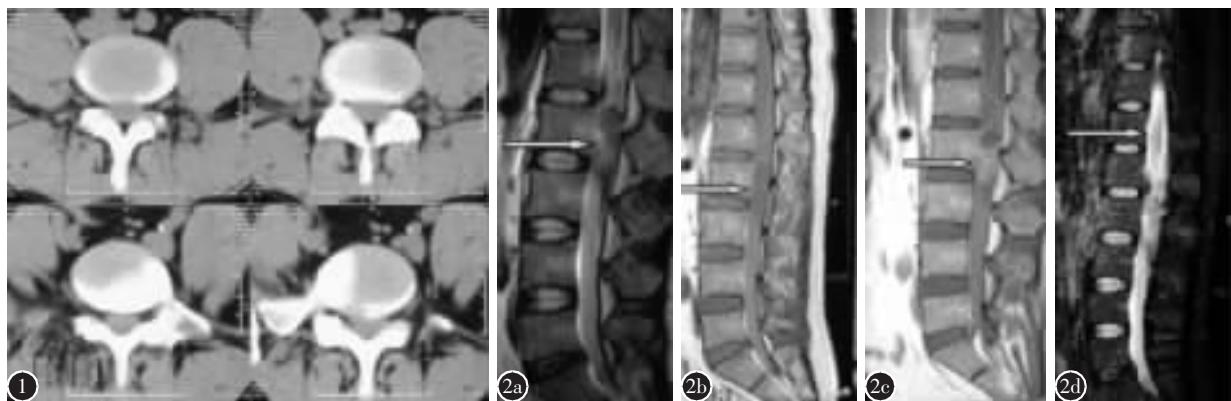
术前CT检查示L4/5、L5/S1椎间盘突出
